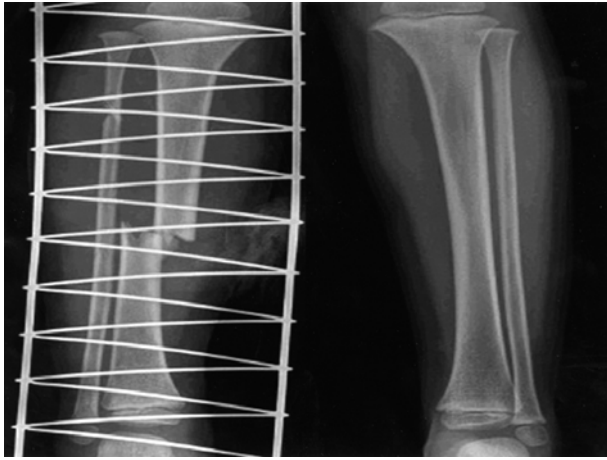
Radiograph of tibia in 3-year-old female shows a displaced diaphyseal fracture of tibia.
